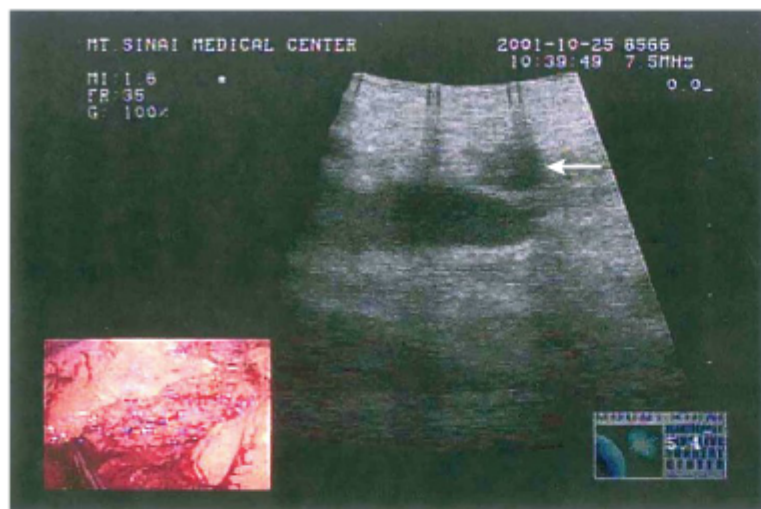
Ultrassonografia laparoscópica mostrando um tumor de ilhota pancreático. (Com permissão de Springer Science and Business Media. De Figura 4 de: Assalia A, Gagner M: Laparoscopic Pancreatic Surgery for Islet Cell Tumors of the Pancreas. World J Surg 28: 1239-1247, 2004.)
